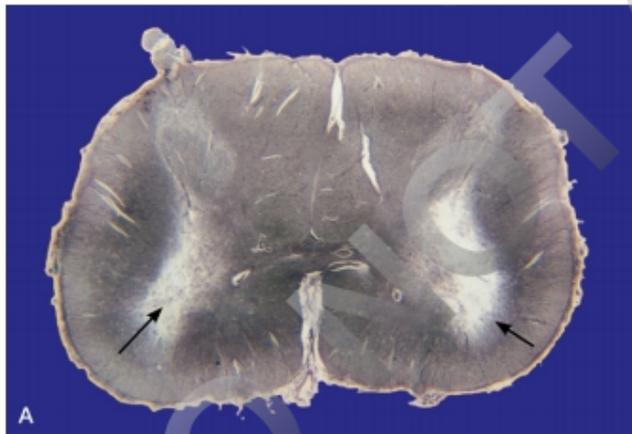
Figura e19.7 A. Infartos selectivos de las astas anteriores de la médula que producen un cuadro clínico que simula una enfermedad de las motoneuronas. B. Esos infartos se ven en la RM cervical como una imagen de «ojos de serpiente».
